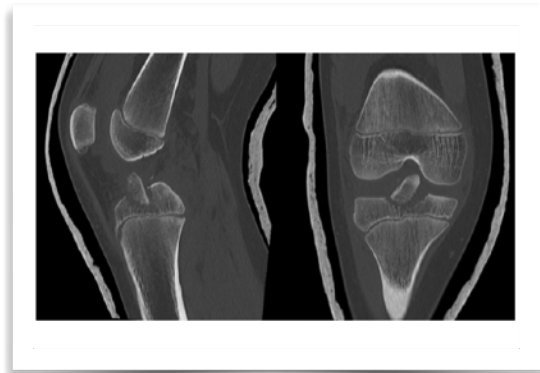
Imagen de tomografía que muestra una fractura de espinas tibiales.
